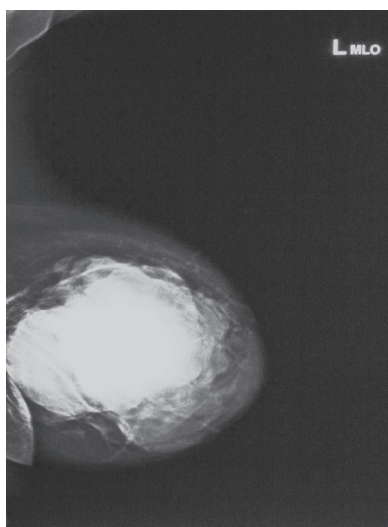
Рентгеновская маммограмма. В левой молочной железе определяется новообразование размером 100×110 мм, с довольно четкими контурами
